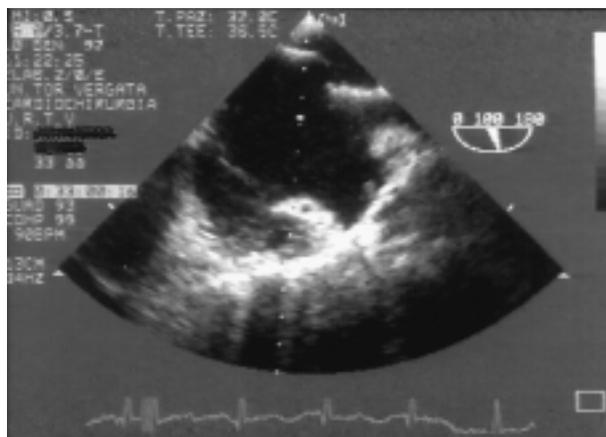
Aneurisma del setto interatriale all'ecocardiogramma transesofageo.
